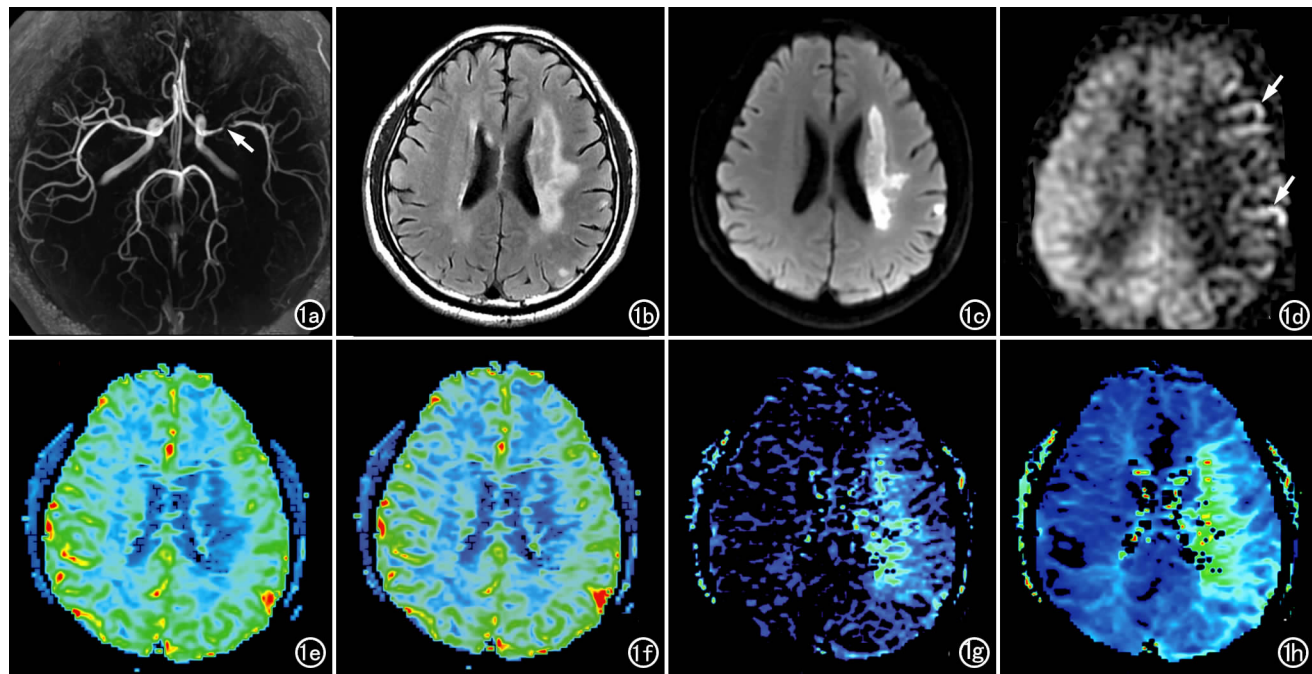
突发右侧肢体无力伴言语不清 9 天, 左侧尾状核体部脑梗死。a) MRA 示左侧大脑中动脉 M1 段局限性狭窄 (箭), 左侧大脑中动脉分支减少; b) T_2 FLAIR 示左侧尾状核体部有条片状稍高信号; c) DWI 示梗死区呈高信号; d) 3D-ASL 图显示左侧额顶叶、放射冠及基底节区较大范围低信号灶, 且大脑凸面可见葡萄条带状高信号 (箭); e) PWI-CBF 图显示左侧额顶叶脑血流量减低呈蓝色; f) PWI-CBV 图显示左侧额顶叶脑血容量减低呈蓝色; g) PWI-MTT 图显示相同部位 MTT 延长呈浅蓝色; h) PWI-TTP 图显示达峰时间延迟呈蓝绿色, 且显示的病灶较 PWI-CBF、PWI-CBV 图更清晰。
